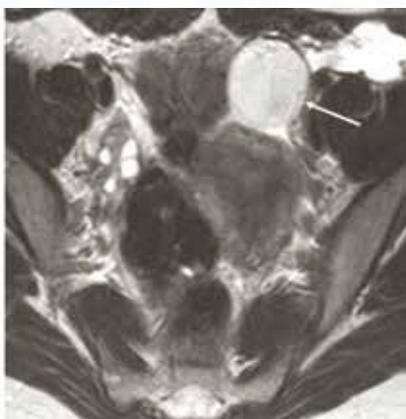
МРТ таза в аксиальной проекции, T1 ВИ
